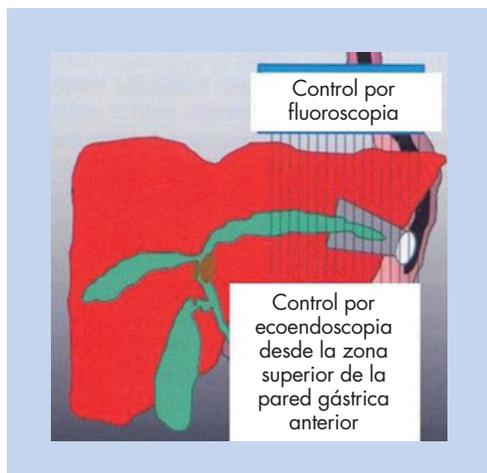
Por medio de la ultrasonografía endoscópica o ecoendoscopia pueden realizarse drenajes biliares transgástricos o desde las asas intestinales en esófago-yeyunostomías.
